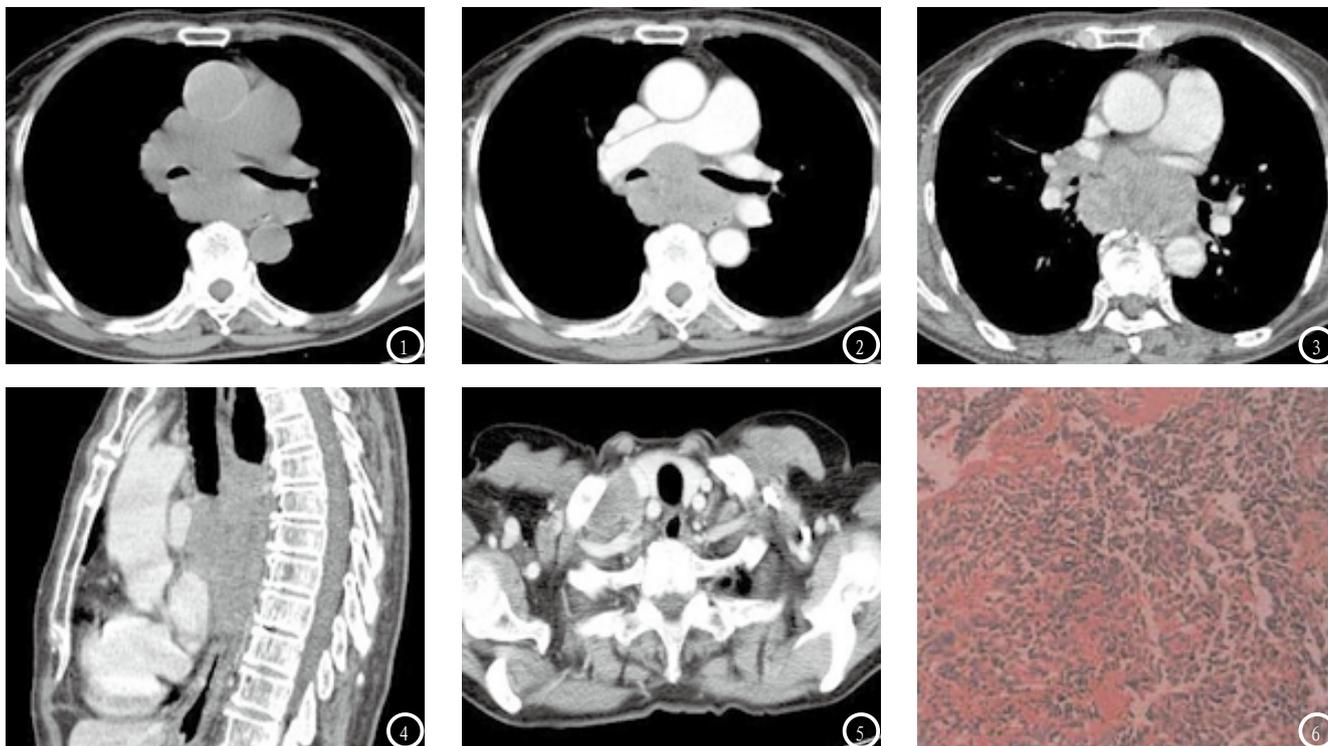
胸部CT轴位(平扫):后纵隔区可见团块状软组织密度影,密度均匀,气管隆突开大,食道明显受压变窄;图2 胸部CT轴位(增强扫描动脉期)、图3 胸部CT轴位(增强扫描静脉期):后纵隔肿块轻度不均匀强化,右肺动脉干受压变形,食道受压移位变窄;图4 胸部CT矢状位重建(增强扫描):胸椎脊柱前方、后纵隔肿块轻度不均匀强化;图5 胸部CT轴位(增强):右侧锁骨上淋巴结肿大,轻度强化;图6 光学显微镜下肿瘤细胞以大圆形核为主,深染,可见分裂象(HE×20)。
